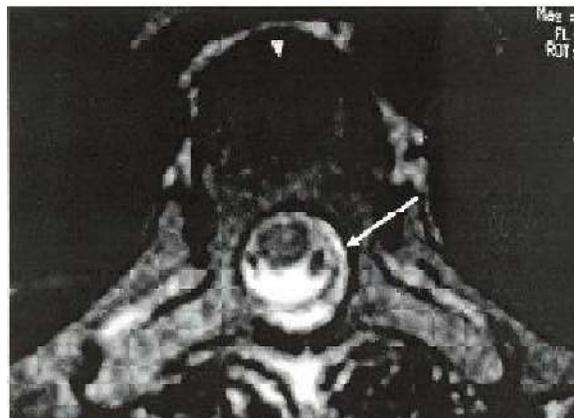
Sitio de fuga en corte axial de RMN, T2.
